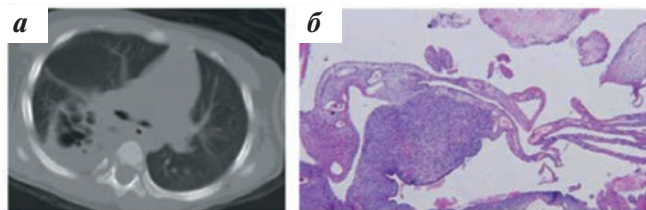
ППБ II типа (разные пациенты): а — КТ в аксиальной проекции, солидная опухоль, распространяющаяся на остаточные заполненные воздухом кисты. На рентгенограмме, выполненной 30 мес назад в связи с болями в животе (не показана), была выявлена большая киста нижней доли правого легкого. Дополнительная оценка данной кисты не проводилась; б — саркоматозный рост септы кисты
